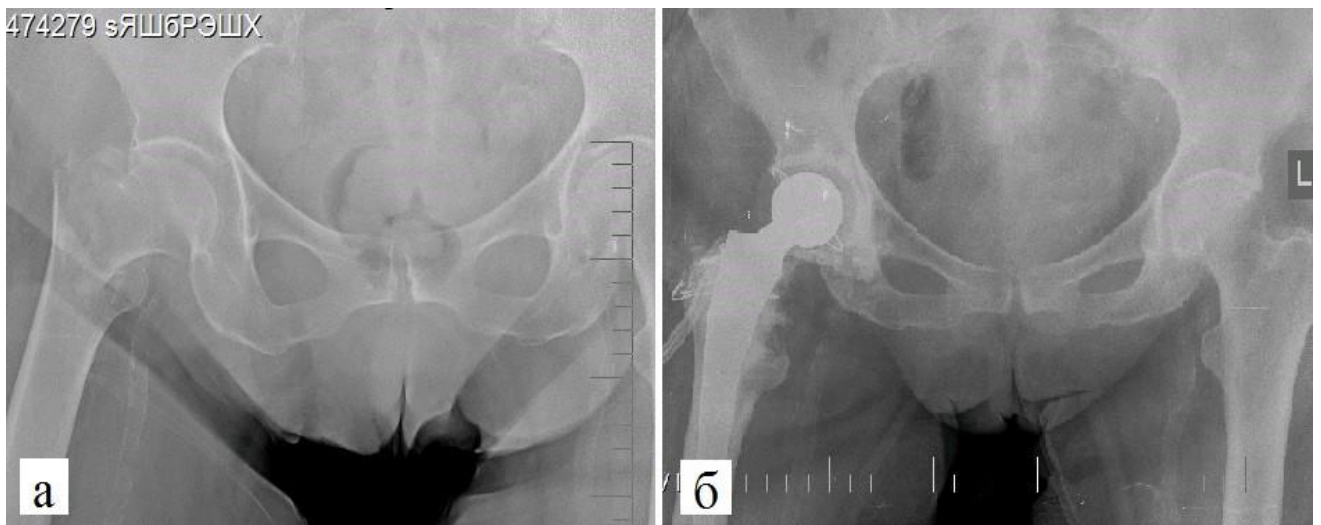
Рентгенограммы пострадавшей 69 лет.
